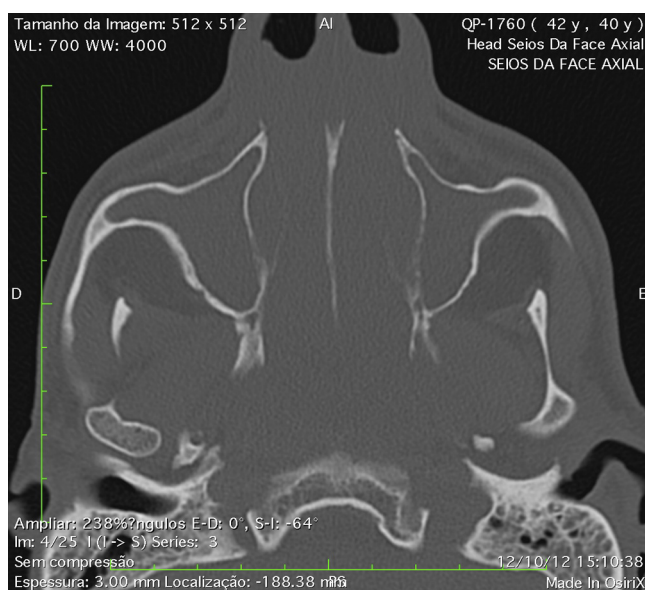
Tomografia computadorizada dos seios paranasais: corte axial mostrando lesão expansiva ocupando seios esfenoidais com extensão para rinofaringe.
